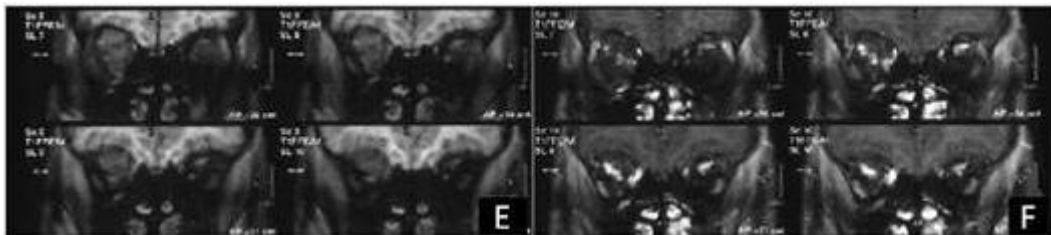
A, ve B. BT' de sağ orbita medial bölümünde, intrakanal ve ekstrakanal komponentleri bulunan, hiperdens, kemik pencerede bulbus posterior ve inferiorda multipl milimetrik kalsifikasyonlar içeren, intravenöz kontrast madde sonrasında yoğun kontrastlanma gösteren yer kaplayıcı oluşum tesbit edilmiştir.
